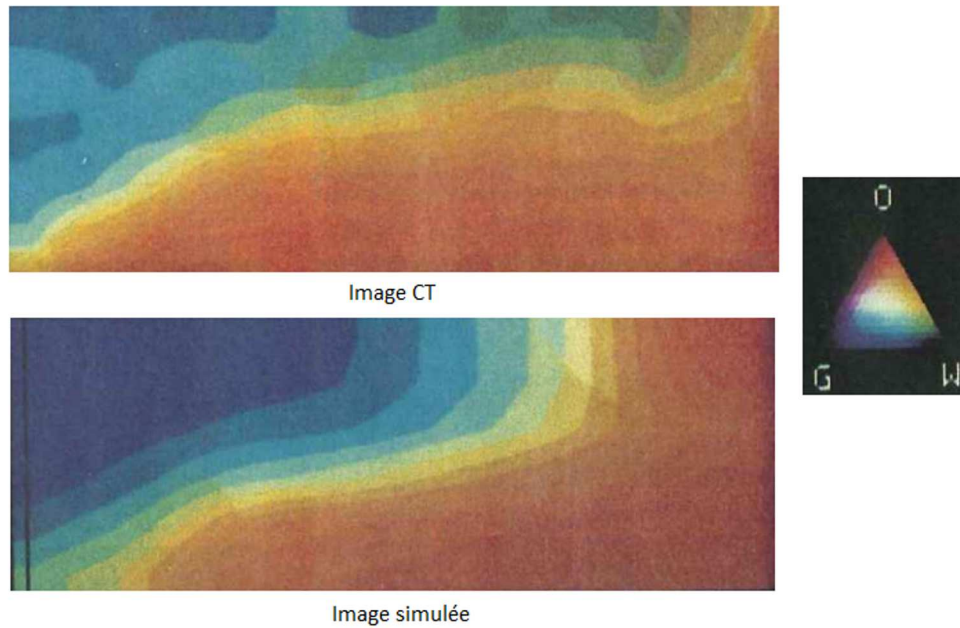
Comparaison de l’image CT à deux-énergies et de l’image simulée d’un mélange de trois fluides : O, pour oil ; G, pour CO_2 et W, pour water. Figure extraite de [Well 87].
